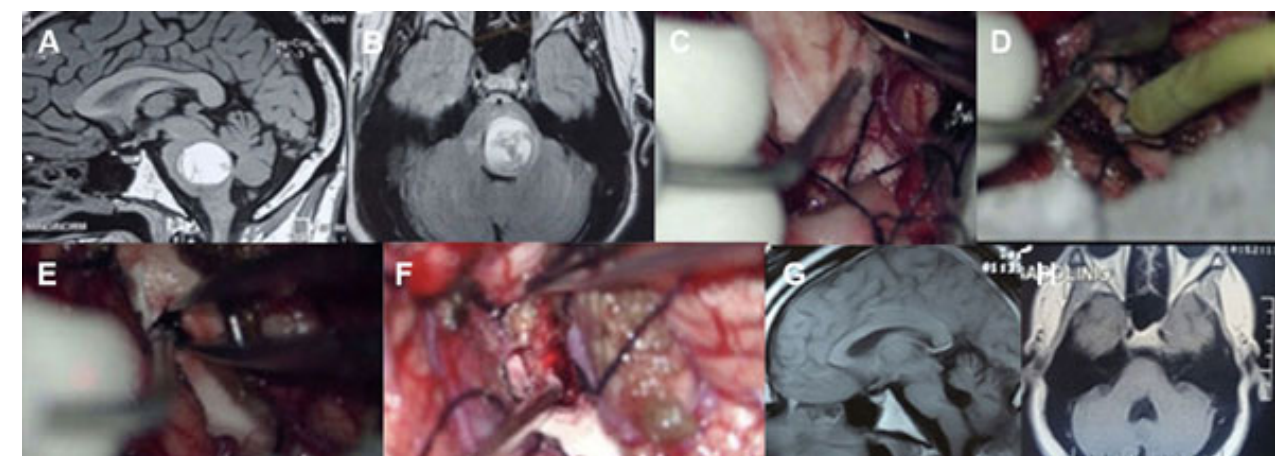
Ilustración de caso 1. A) RM secuencia T1 con contraste, corte sagital, se muestra cavernoma protuberancial con estigmas de sangrado subagudo. B) Corte axial con contraste. C) Imagen intraoperatoria visualizando el surco medio y estrias medulares del piso del IV ventrículo. D) Estimulación neurofisiológica del colículo facial. E) Apertura pial para evacuación de hematoma. F) Exéresis del cavernoma. G) RM postoperatoria, corte sagital T1 con contraste, mostrando ausencia de remanente lesional. H) Corte axial, secuencia T1.
